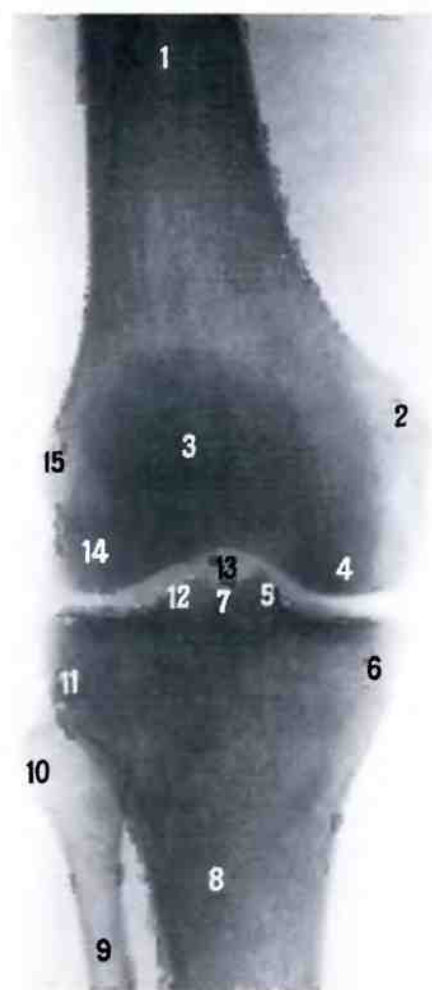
Нижний конец правой бедренной кости и верхние концы правых большеберцовой и малоберцовой костей (рентгенограмма).
